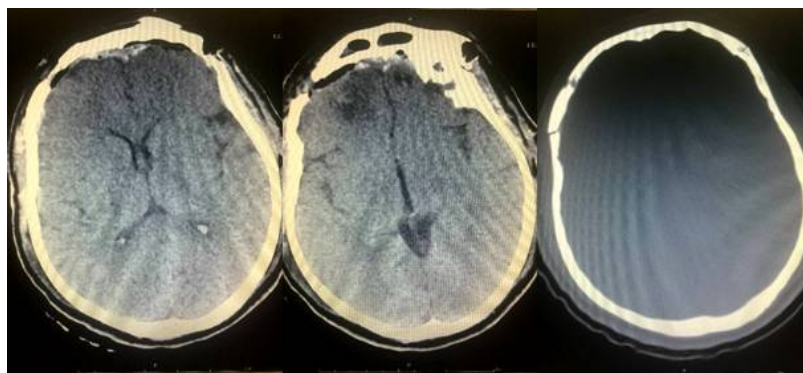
Послеоперационное КТ пациента Б. 35 лет
